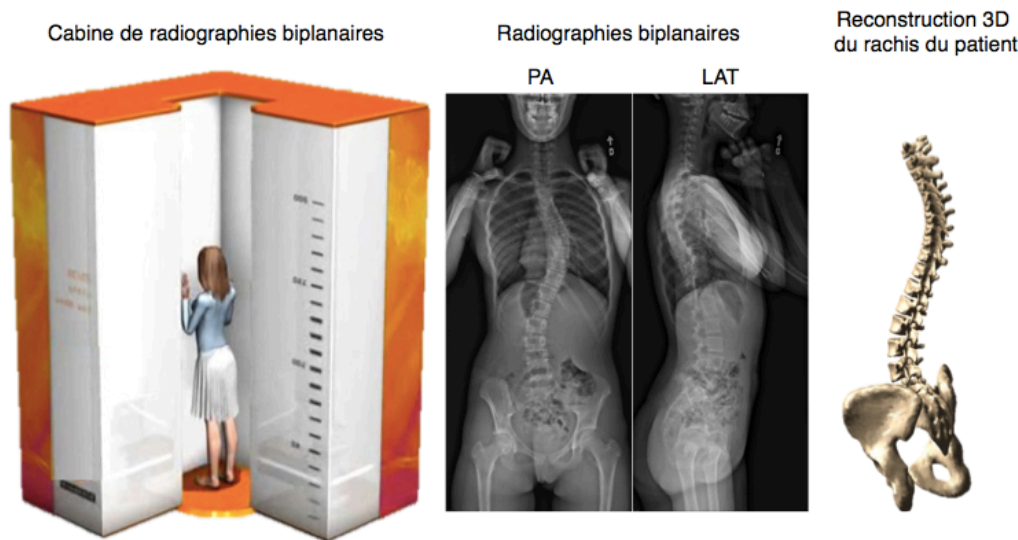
Géométrie 3D personnalisée reconstruite à partir de radiographies coronale et latérale prises simultanément en position debout dans la cabine EOSTM (adapté de Illés et Somoskeöy, 2012)
